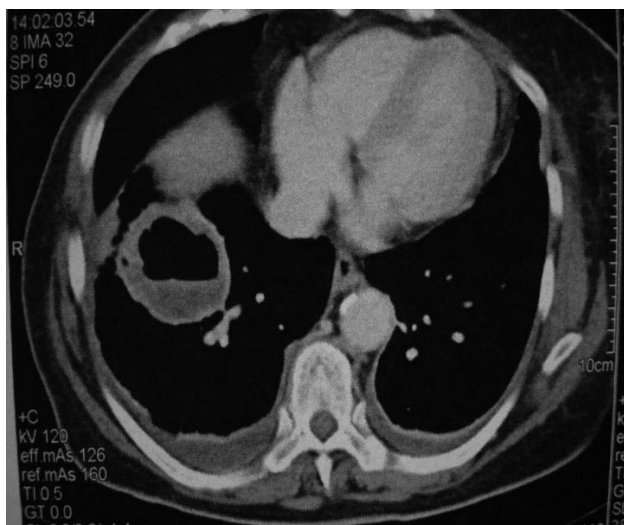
Angio TAC de tórax: lesión cavitada de lóbulo inferior derecho.
